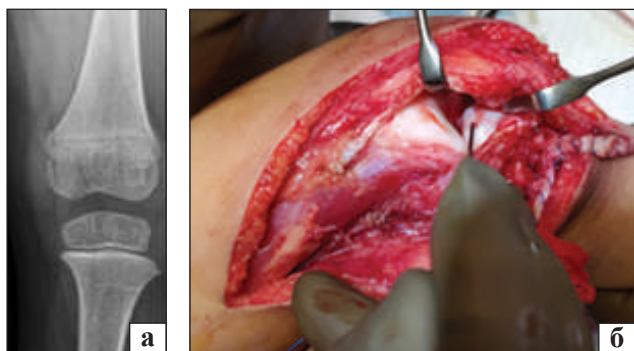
Фотовідбитки КС за УВРНК: а) рентгенографія проєкції тунеля з ознаками недорозвинення МЯСК; б) інтраопераційний вигляд КС
